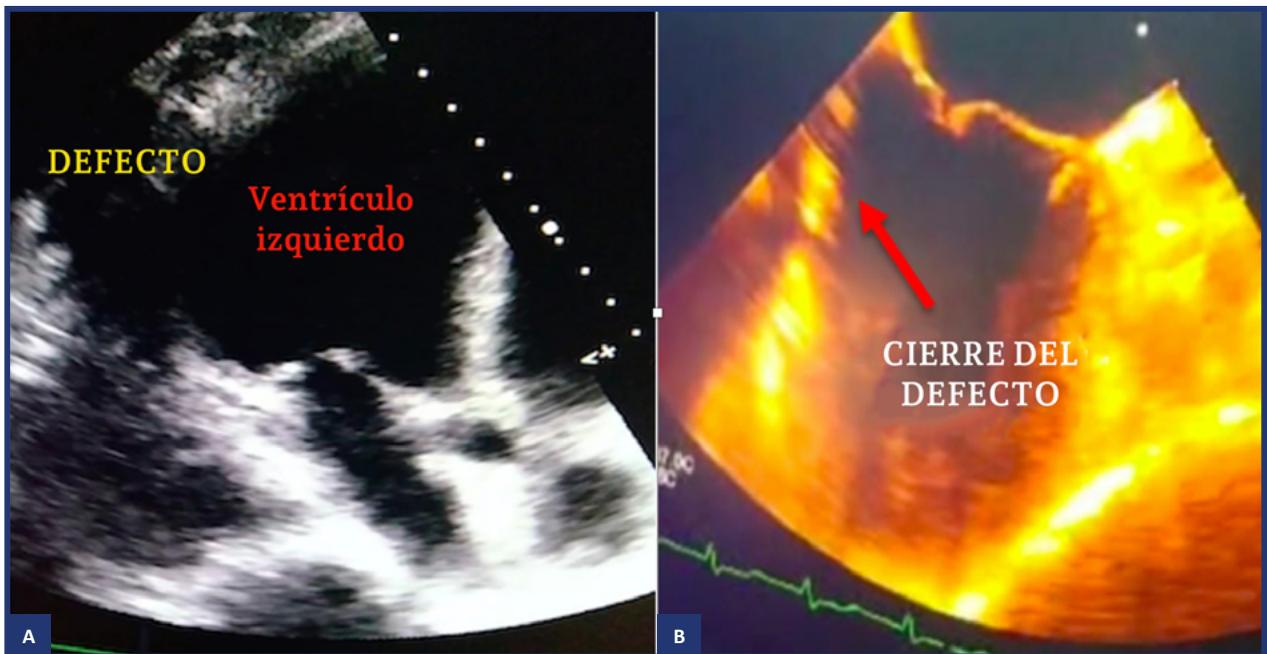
Ecocardiograma transesofágico antes (A) y después (B) de la reparación quirúrgica.
